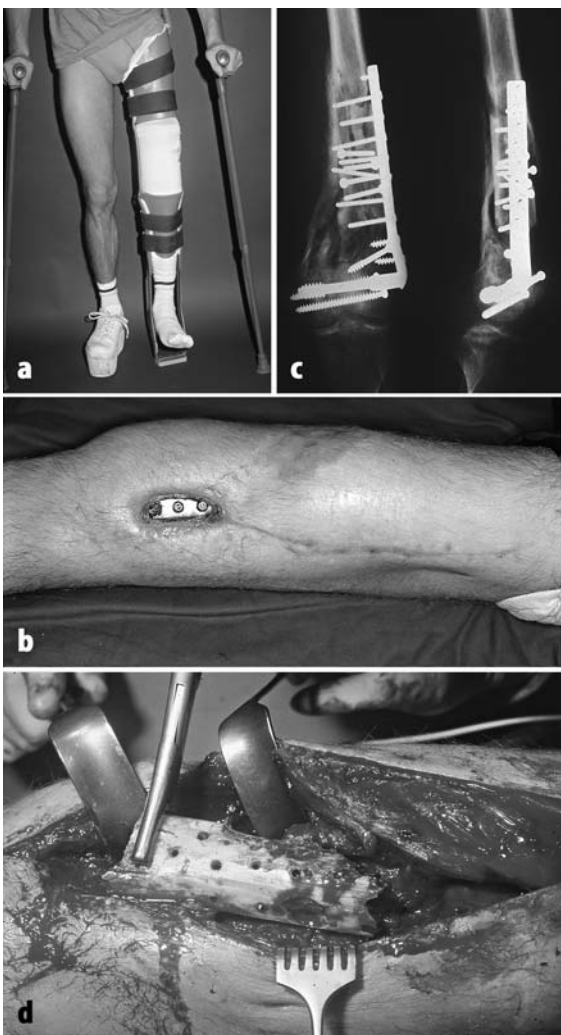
d ◀ Oberschenkeldefekt pseudarthrose mit kleinem Weichteildefekt bei 20-jährigem Mann. Ausgangssituation und röntgenologischer bzw. intraoperativer Befund. Der Oberschenkelchaft ist über eine Strecke von 15 cm komplett sequestriert, gleichzeitig ist das Kniegelenk in die Infektion mit einbezogen, sodass sich nach Segmentresektion und Resektion des Kniegelenkes ein freier Defekt von 20 cm Länge ergibt
